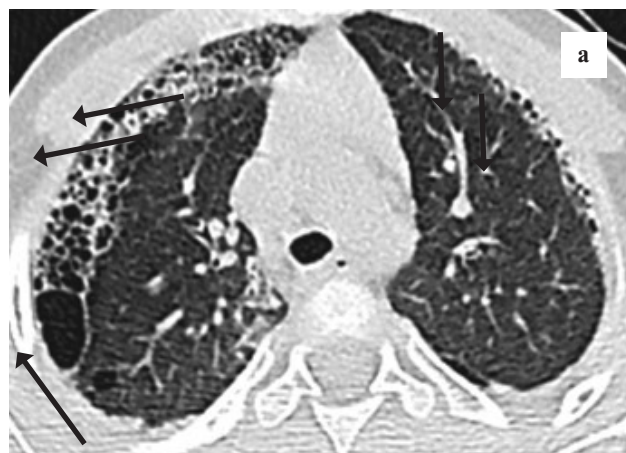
Компьютерная томограмма грудной клетки больного К.: аксиальные срезы – множественные субплевральные кисты с обеих сторон, вдоль междолевой (а) и костальной (б) плевры.
